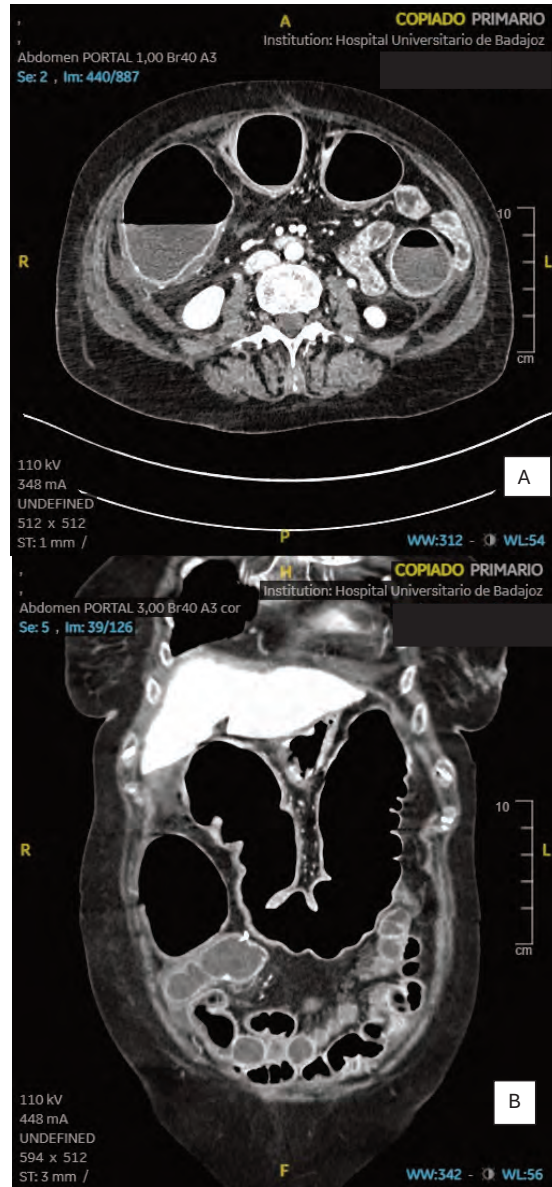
TC abdomino-pélvico (A: plano axial; B: plano coronal) donde se aprecia marcada dilatación del marco cólico de hasta 7 cm, con niveles hidroaéreos y engrosamiento parietal edematoso difuso compatible con megacolon.
